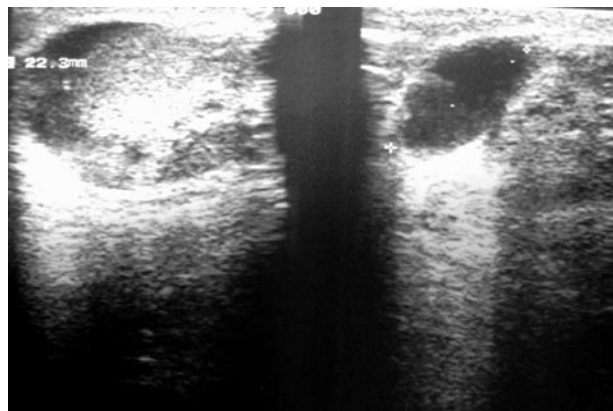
Ecografía de la lesión epididimaria.
